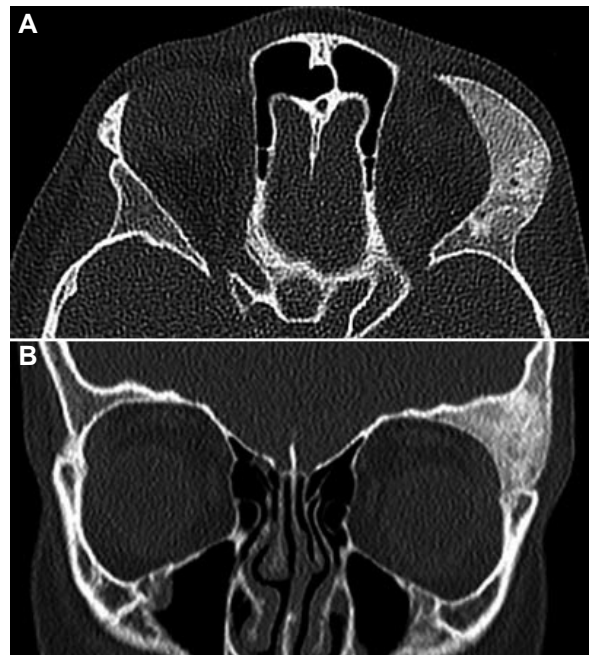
A. TC de órbita corte coronal. Engrosamiento de la parte supero-externa de techo de órbita izquierda compatible con displasia fibrosa. B. TC de órbita corte axial. Se aprecia una disminución del volumen orbitario izquierdo secundario a la displasia fibrosa.
